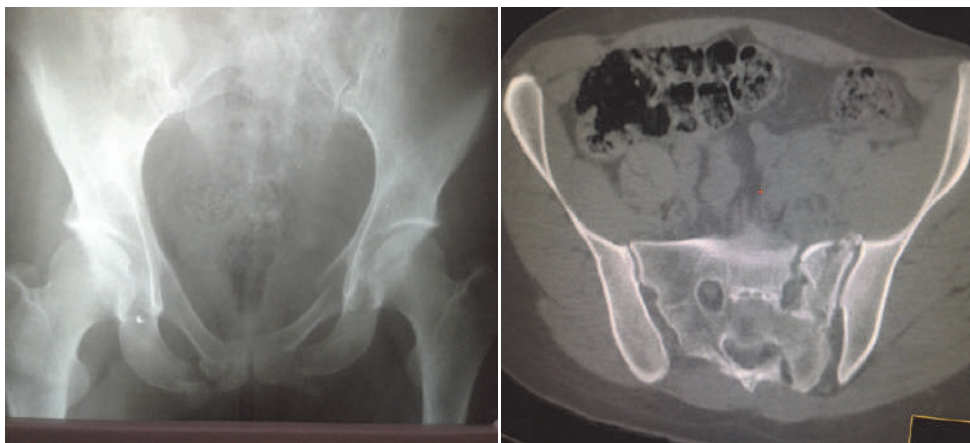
Фотокопії рентгенограми і комп'ютерної томограми кісток таза хворої Х., 39 років, історія хвороби № 32354
